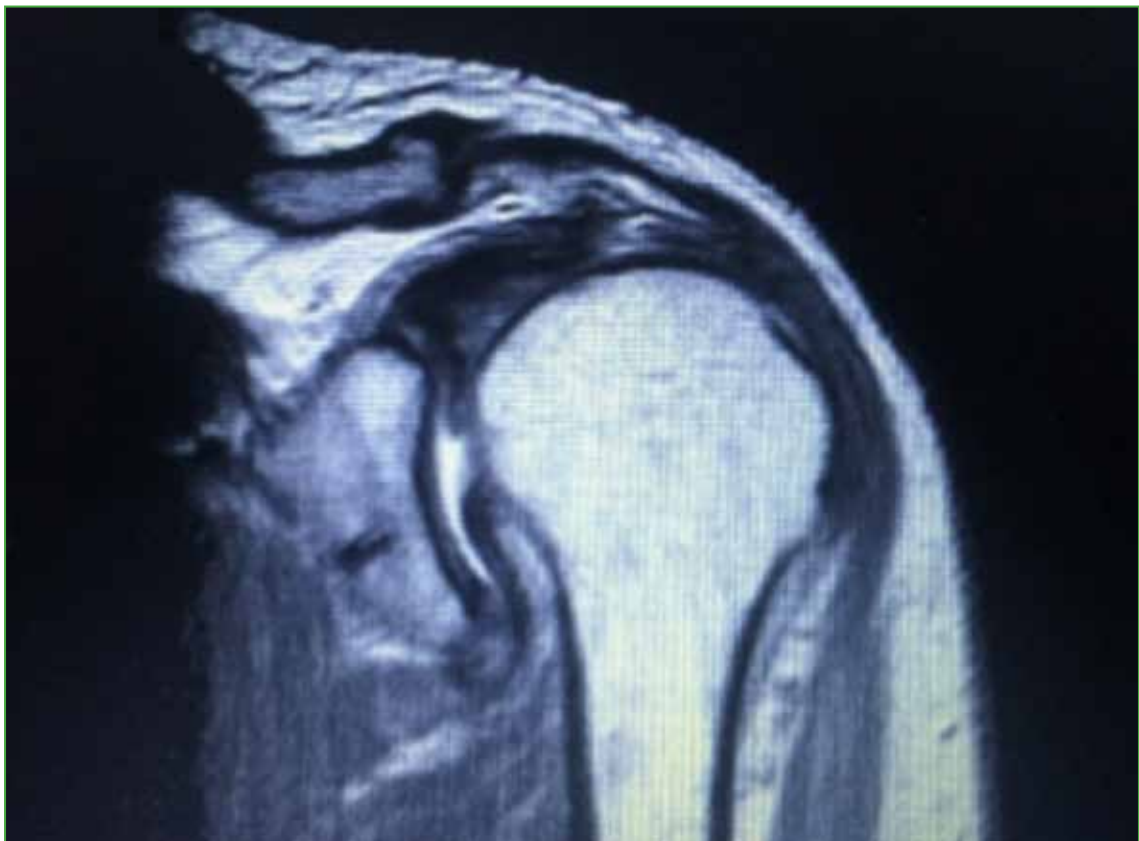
Resonancia magnética de hombro. Se observa la ruptura del músculo supraespinoso asociada a retracción.
